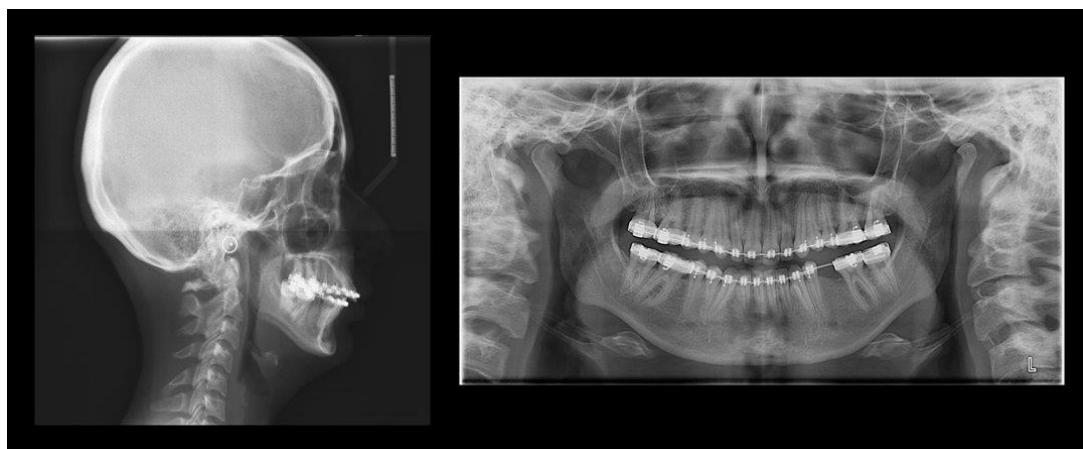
Presurgical radiographs of the patient.
